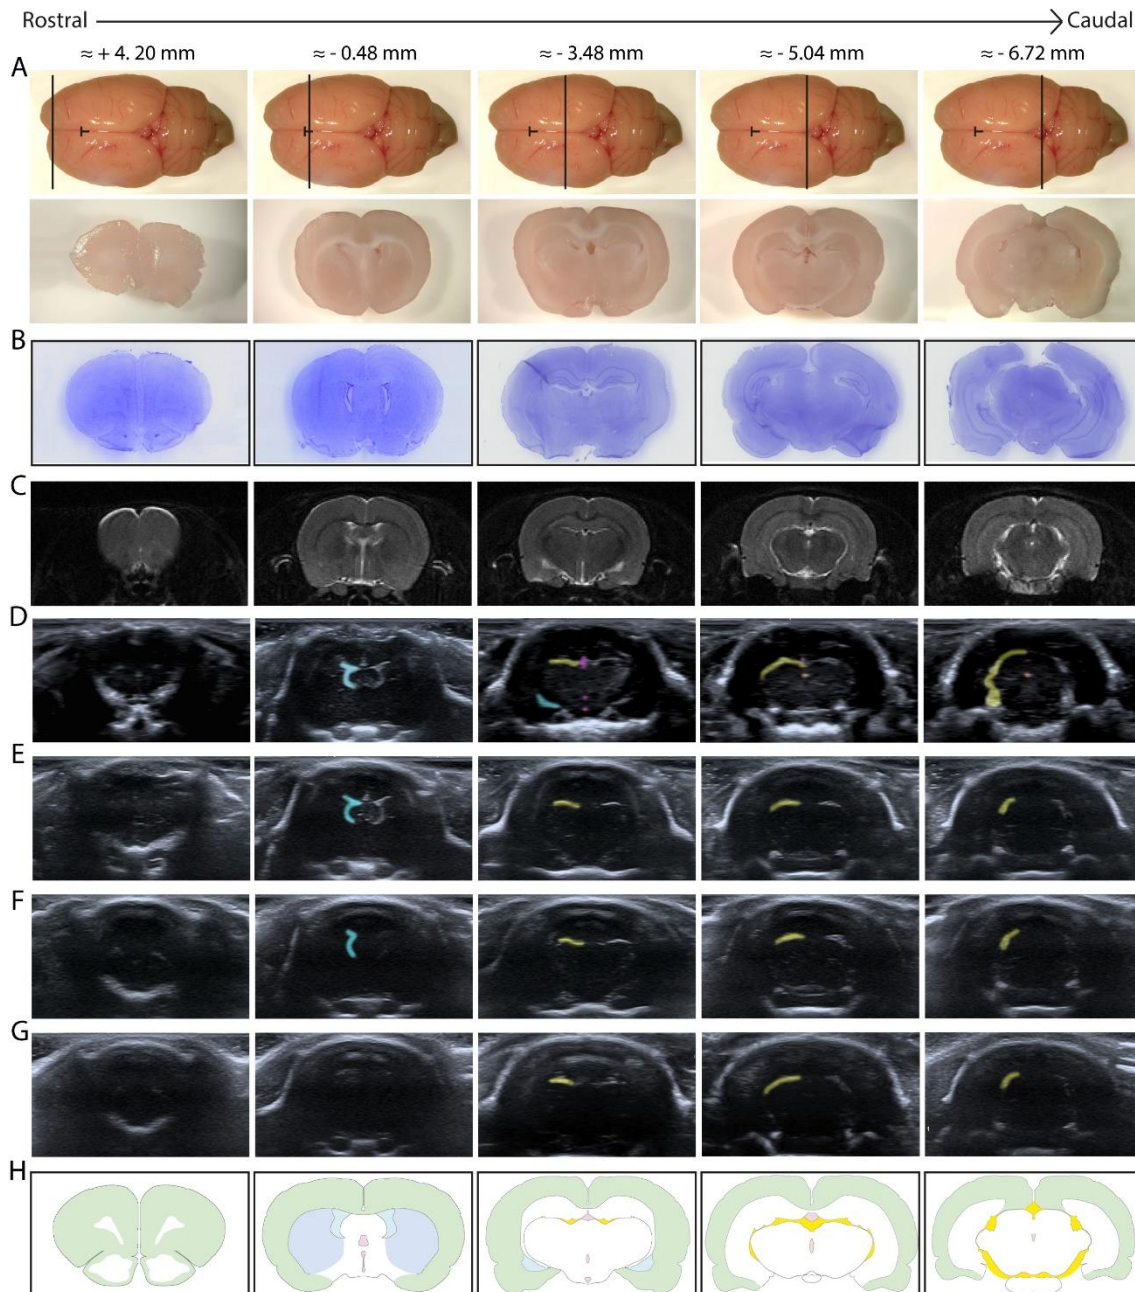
Imágenes representativas de las estructuras cerebrales de anterior (rostral) a posterior (caudal). Vista superior del cerebro e imágenes coronales en cortes post-mortem (A). Secciones coronales del cerebro usando la tinción de Nissl (B), imágenes T2 (C) y un atlas dibujado (H). Secciones coronales del cerebro usando ultrasonidos a través de la craneotomía total (D), craneotomía delimitada (E), cráneo (F) y la piel (G). El símbolo “I” marca el Bregma. Se colorearon medias secciones: ventrículos laterales (azul), tercer ventrículo (morado), cisternas subaracnoideas (amarillo) y el acueducto cerebral (naranja).
